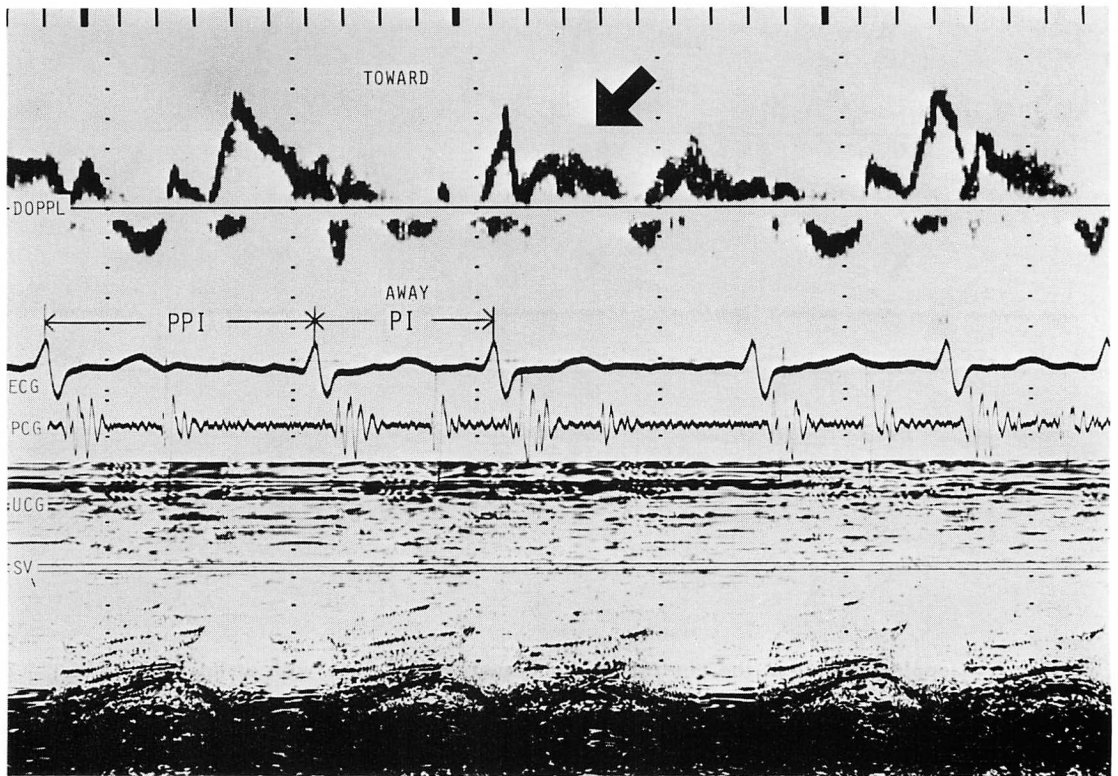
Doppler signals at the central area obtained from a case of atrial fibrillation.
